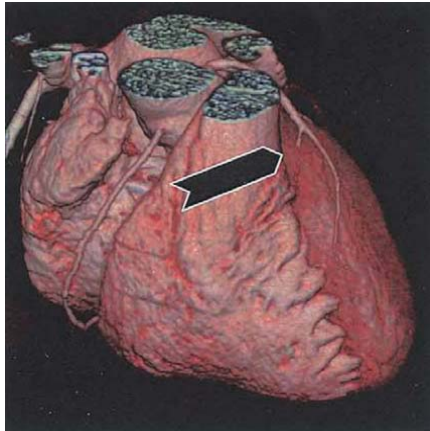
16-Zeilen-CT (JACC 2004)
